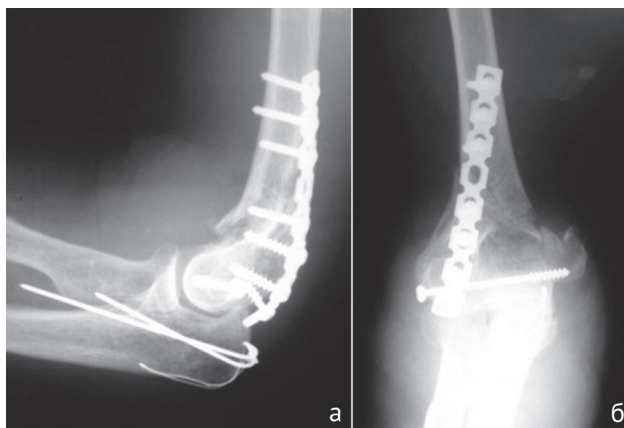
Пациентка С. Рентгенограммы ЛС после операции остеосинтеза: а – боковая проекция; б – прямая проекция
